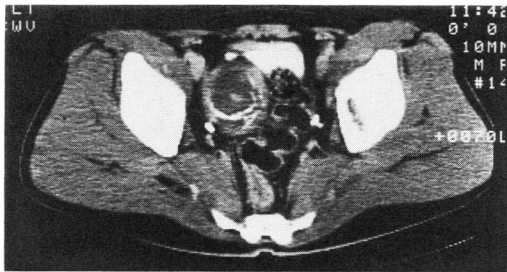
CT shows cystic mass with calcification posterior to bladder.
